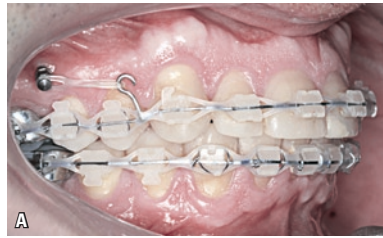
A) Mini-implante sendo utilizado para retração total no arco superior. B) Tomada radiográfica periapical mostrando espaço favorável entre as raízes para retração total.
